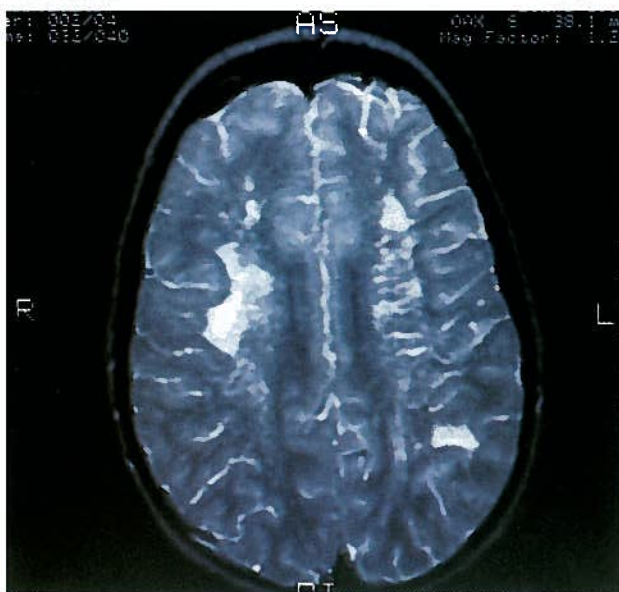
Ressonância Magnética Nuclear Cerebral mostrando novas áreas isquêmicas.
